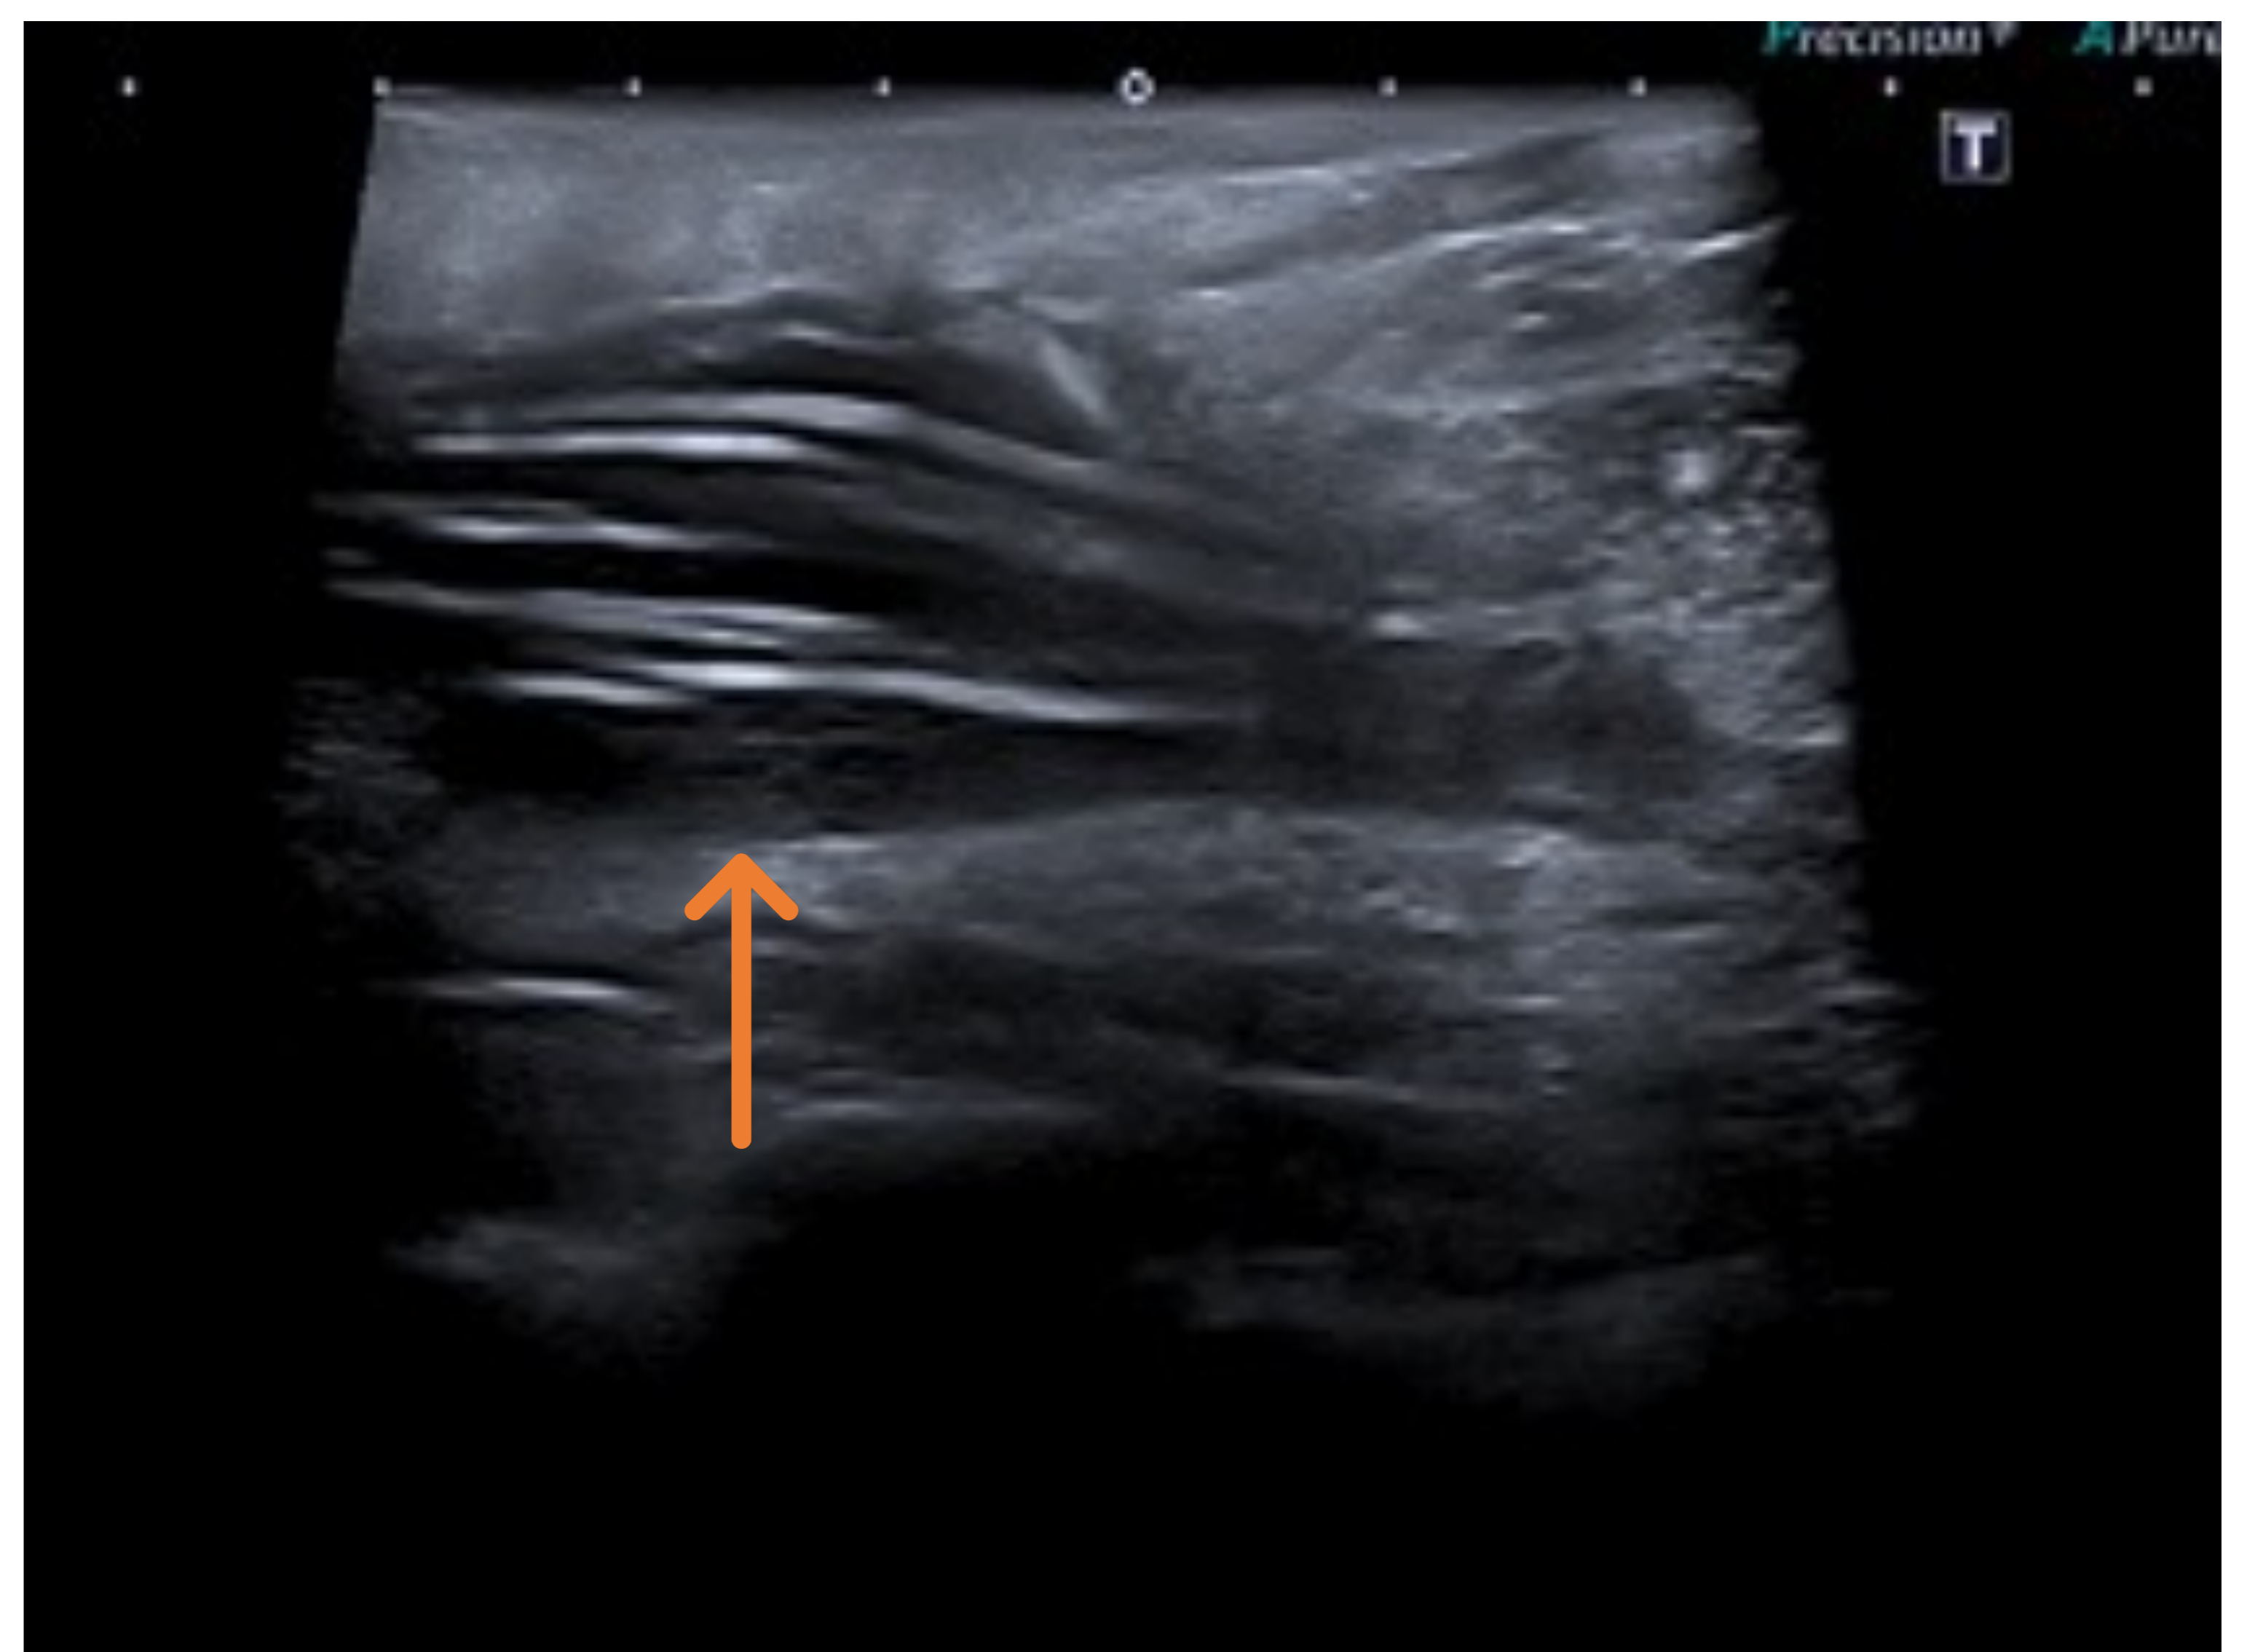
Mujer joven, portadora de prótesis mamaria con piercing reciente. En la ecografía mamaria (A) se observa una colección organizada paralela a piel, con imagen ecogénica lineal en su interior, sugestiva de cuerpo extraño. Ganglio intramamario asociado (B).
